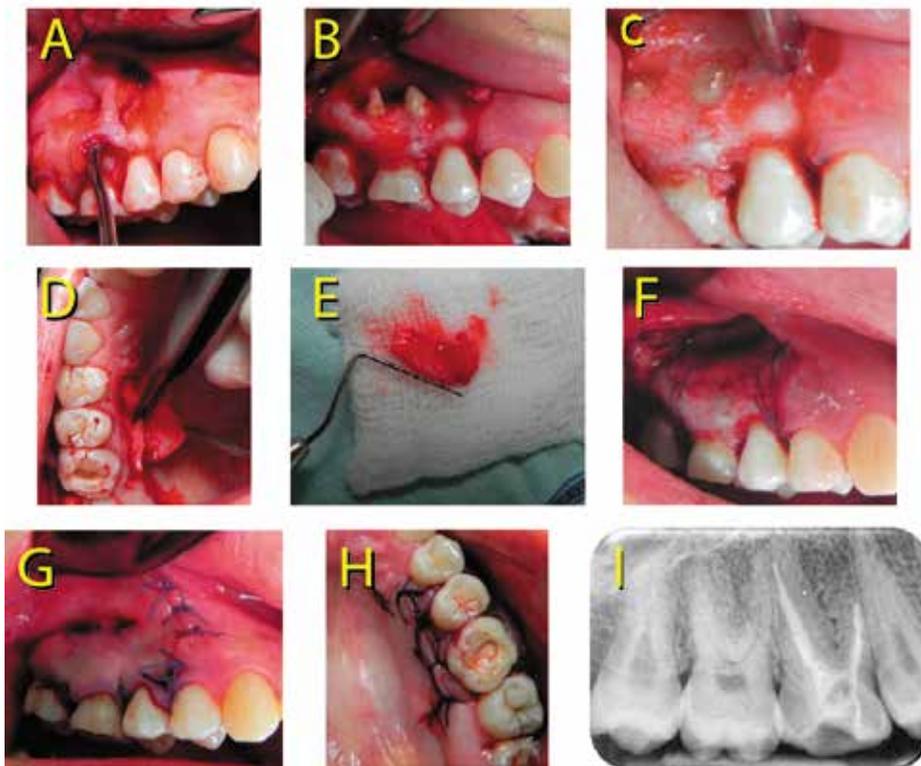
Describe el procedimiento quirúrgico (A) Diseño del colgajo, (B) Se observa exposición de ápices de raíces vestibulares. Se evidencia integridad del hueso marginal, (C) Apicectomía con obturación apical con MTA, (D) Obtención de injerto subepitelial de tejido conectivo del paladar, (E) Injerto subepitelial de tejido conectivo 15mmx10mm, (F) Sutura suspensoria de injerto, (G) Reposición y sutura de colgajo vestibular, (H) Sutura en paladar de sitio donante; (I) Radiografía periapical control de la apicectomía. No se tienen radiografías de seguimiento posteriores porque la paciente no volvió a consulta por motivos personales.
